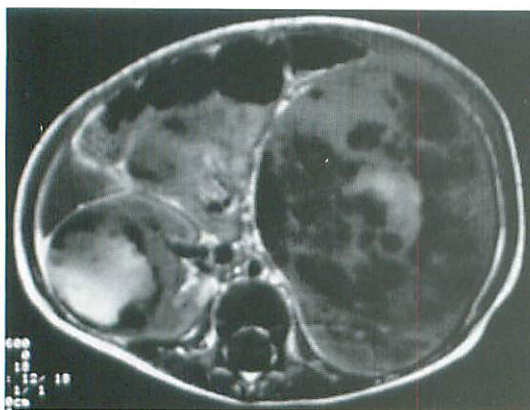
The relative volume was calculated from the diameters measured on CT or MRI images. The right tumor showed a 76% reduction in volume, but there was a 2.3 times increase in the left.
